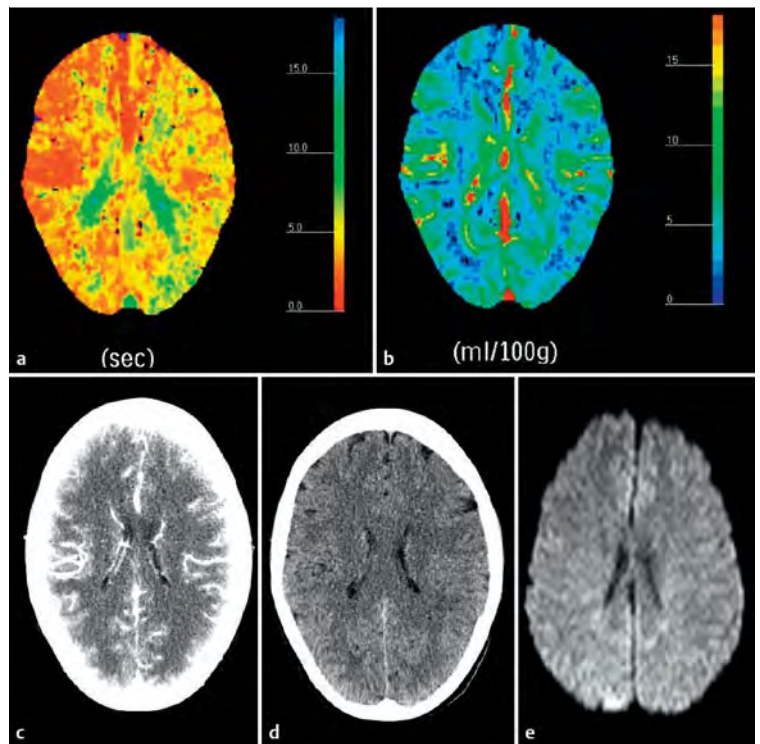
Migraine accompagné: Frau, 40 Jahre, Klinik: Hemiparese rechts, Dysphasie; CTA: un auffällig. a MTT: minimale MTT-Verlängerung in der linken Hemisphäre. b CBV: un auffällig. c CTA-Quellbilder: un auffällig. d CCT nativ: un auffällig. Therapie konservativ, im Verlauf rückläufige Klinik, Information über Migräneanamnese. e DWI am Folgetag ohne pathologischen Befund.
